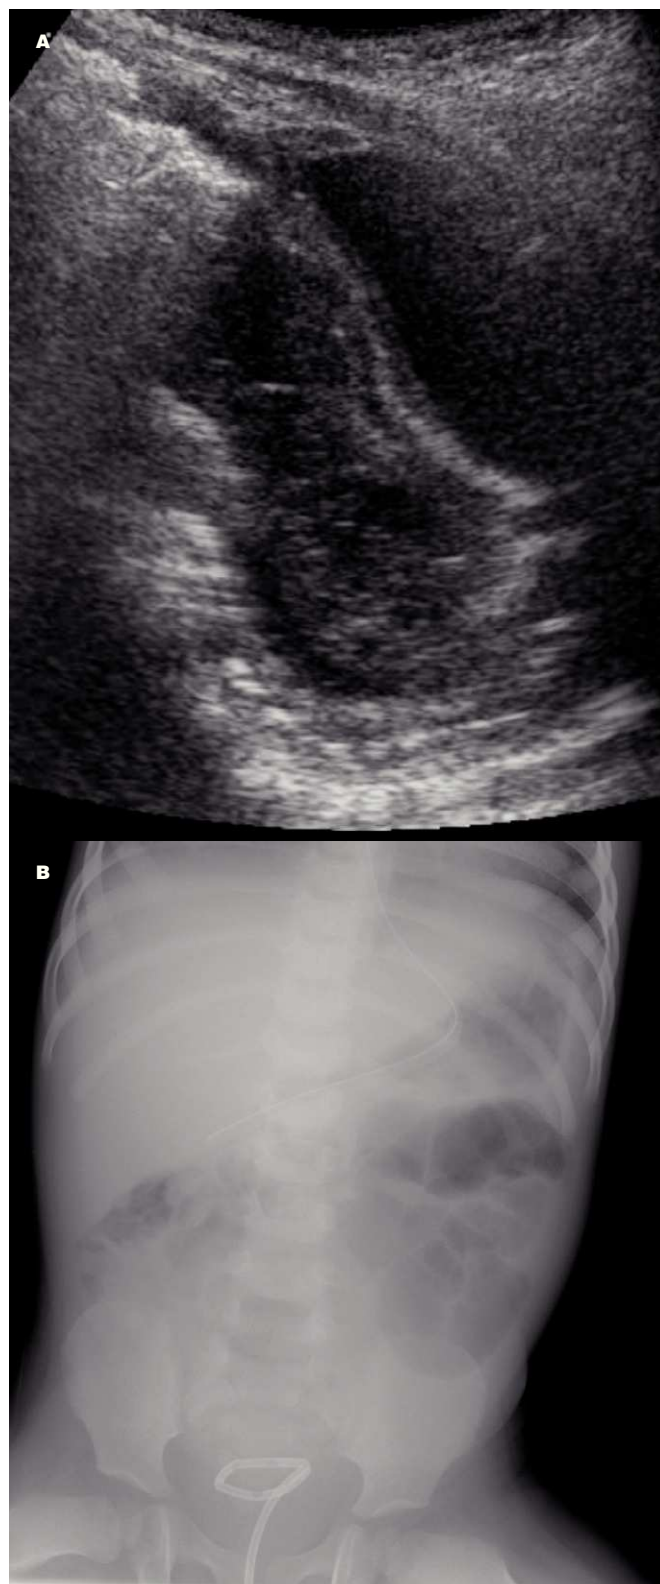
A) Ecografía pélvica en la que se demuestra un absceso (a) entre la vejiga (v) y el recto (r). B) Radiografía de abdomen tras la colocación del catéter de drenaje transrectal.
